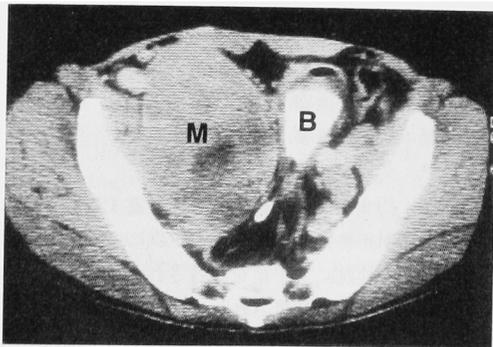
Contrast-enhanced CT scan reveals a large mass in the right pelvis. M; mass, B; urinary bladder
